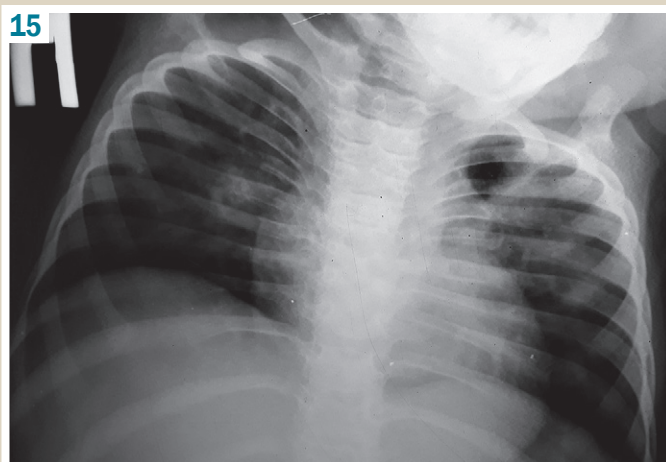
Рентгенологічне обстеження легень через 8 місяців ПФ АМБТ: зліва у верхній частці легені – зменшення розмірів зони зниження пневмотизації, поліпшення структури лівого кореня.
